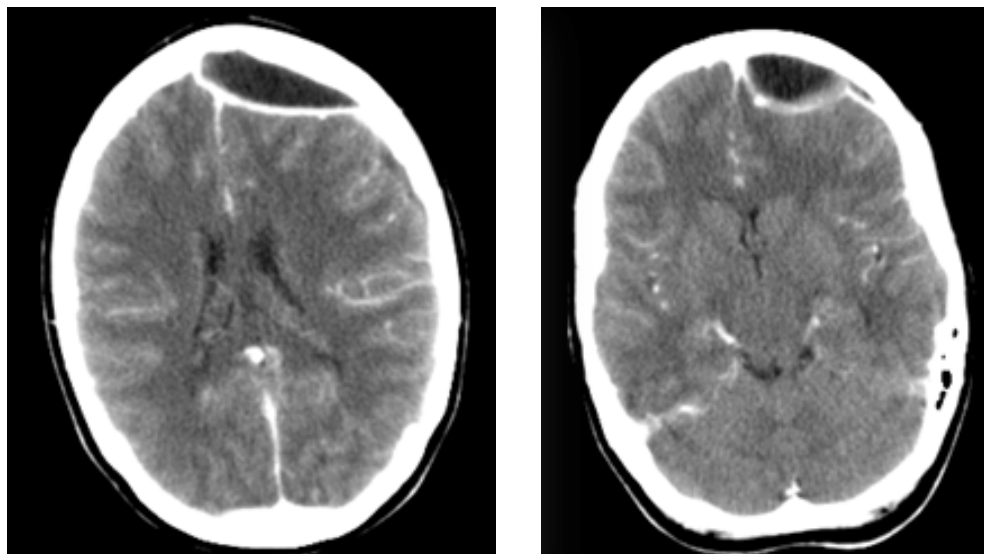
TC cerebral, realizado de Urgencias, que muestra empiema subdural en fosa craneal anterior.
